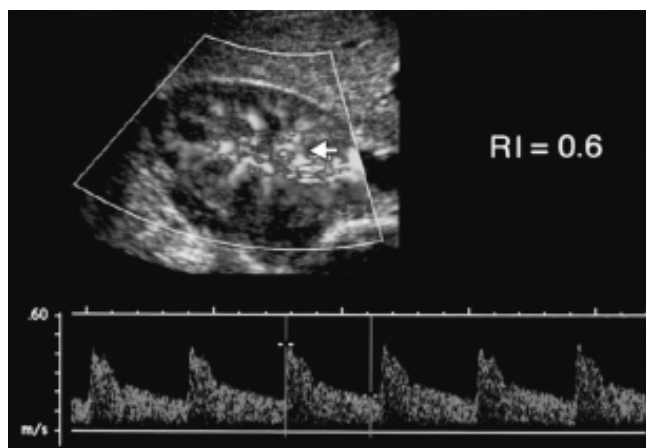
Curva obtenida por ultrasonografía Doppler del flujo sanguíneo renal. Nótese en la parte superior de la figura el patrón de flujo de arterias interlobares y arcuatas. Modificado de: Tublin, *et al.* 2003.⁶
